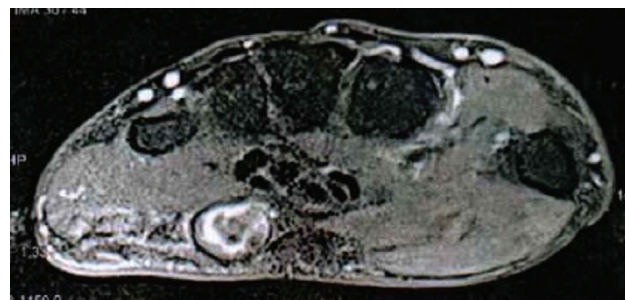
Corte axial de angiorresonancia a nivel de eminencia hipotenar, en que se aprecia aneurisma cubital.
